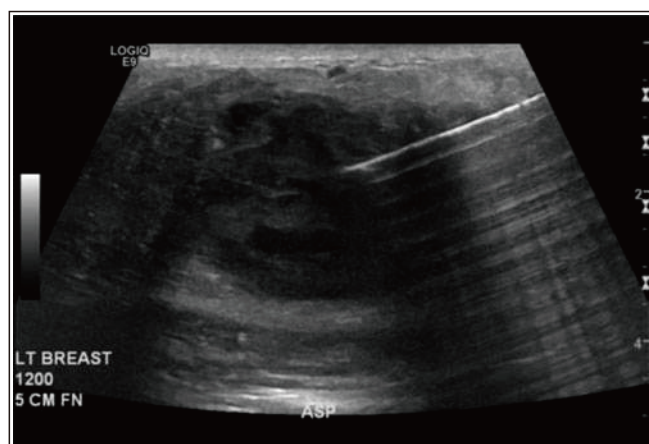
液体貯留(黒)に針(白)を刺入している超音波画像
